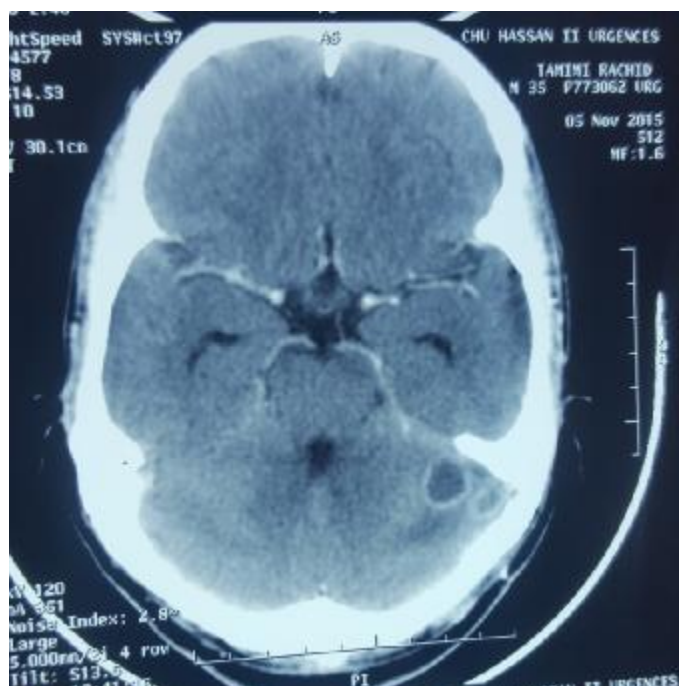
TDM en coupe axiale avec injection de produit de contraste montrant deux formations cérébelleuses gauches hypodenses prenant le contraste en périphérie sous la forme d'une fine couronne régulière.
